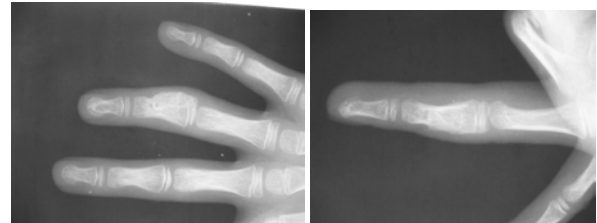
Preoperatif grafisi
